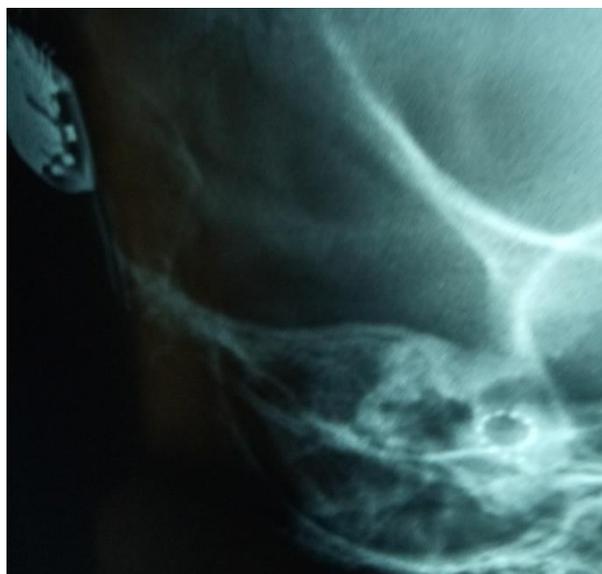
Radiographie de control de position .
